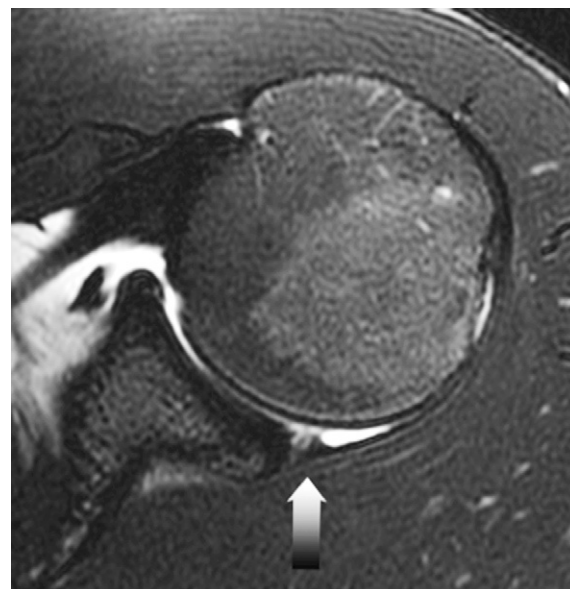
Peel back lesion à l'arthro-IRM.
